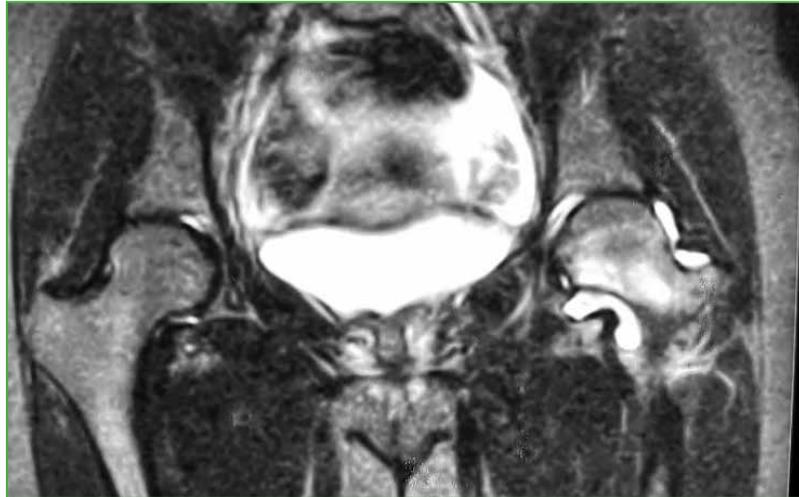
Resonancia magnética de caderas, corte axial en secuencias potenciadas en T2. Se observa edema óseo en la cabeza y el cuello del fémur izquierdo, asociado a un aumento del líquido articular.
